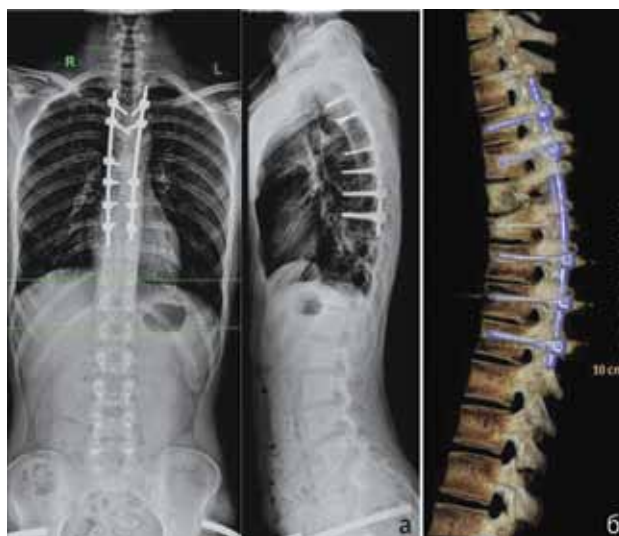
Спондилограммы в 2-х проекциях (а) и КТ-3D-реконструкция (б) позвоночного столба пациента после операции
